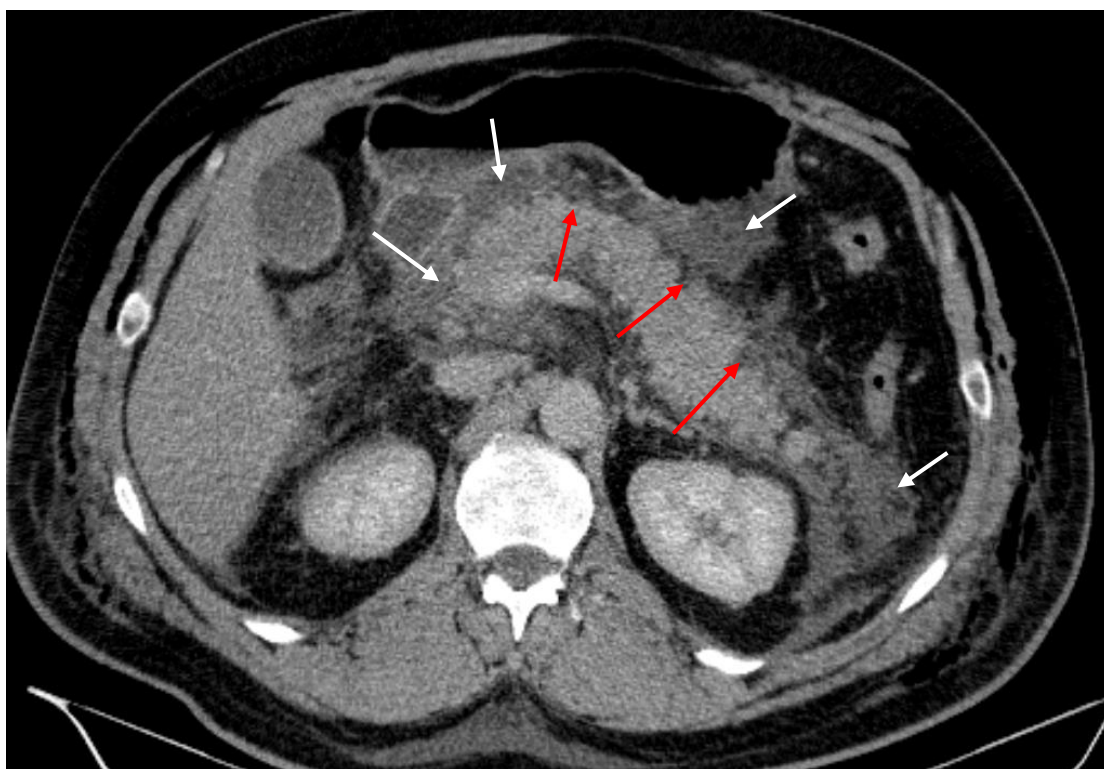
Компьютерная томограмма на 5 сутки болезни. Венозная фаза, аксиальная проекция. 1 тип конфигурации некроза с неглубокими множественными некрозами ПЖ (красные стрелки), нераспространенный парапанкреатит (белые стрелки)
